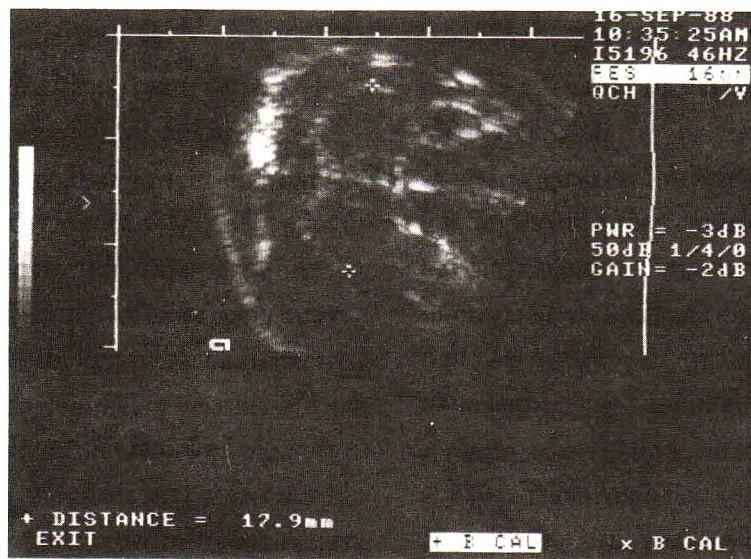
The normal bar - bell appearance of the fetal cerebellum, routine sought on ultrasound, excludes spina bifida.
